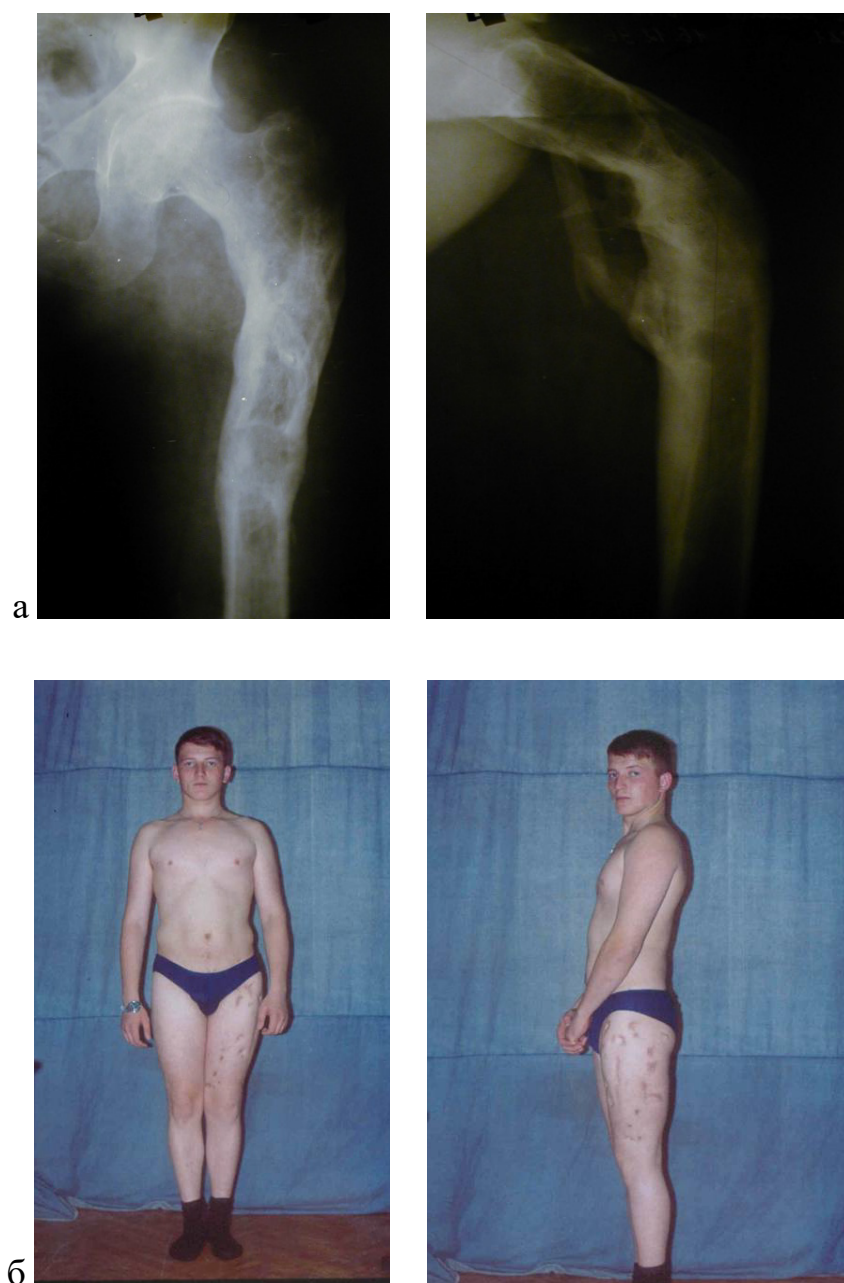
Рентгенограммы (а) и внешний вид левой нижней конечности (б) раненого Л. после медицинской реабилитации
